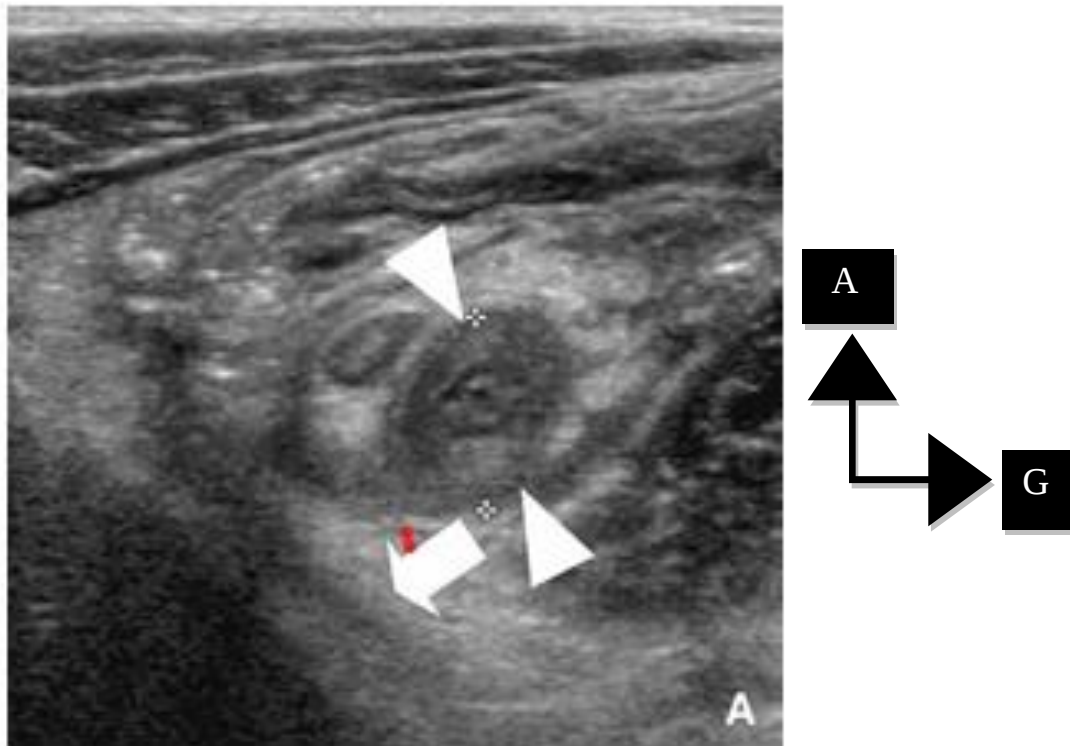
Aspect échographique d'un plastron appendiculaire. [52]
